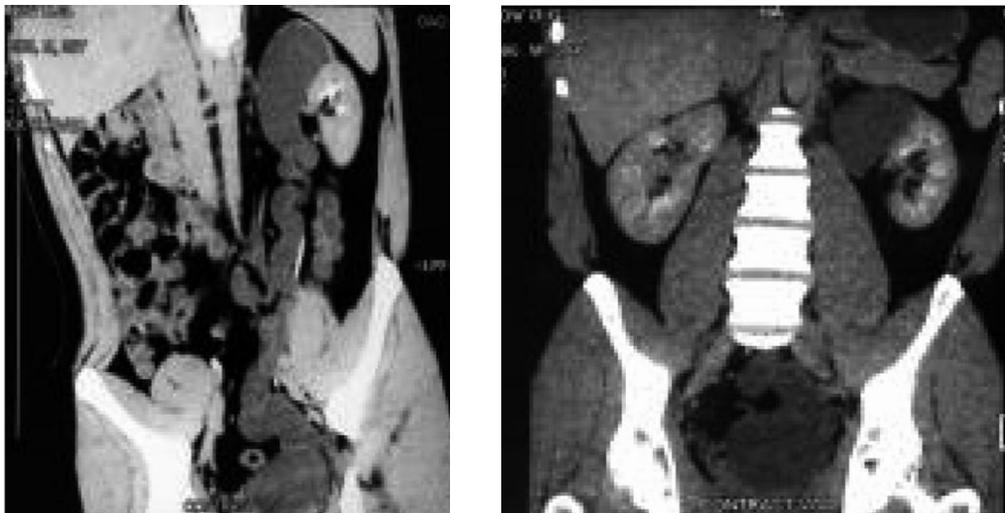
КТ больного Г. с гидронефротической трансформацией верхней половины удвоенной левой почки
